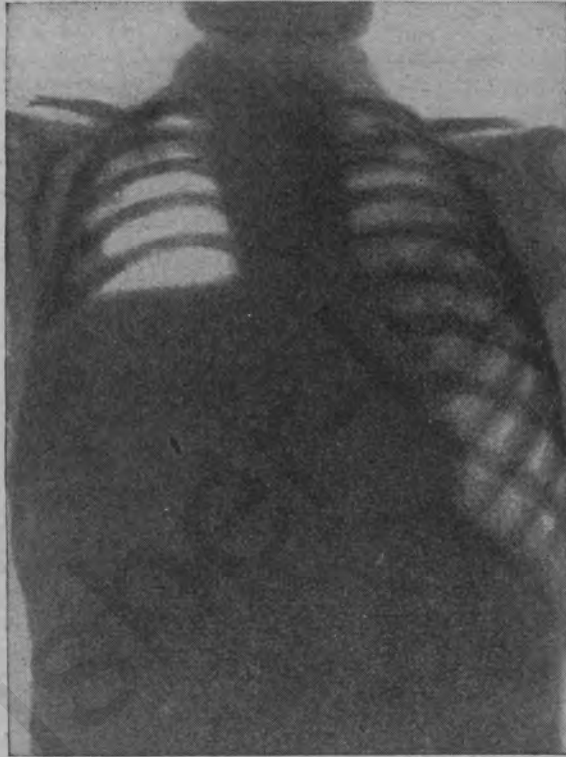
Рентгенограмма при правостороннем гнойном плеврите у ребенка 2 лет 9 месяцев.
